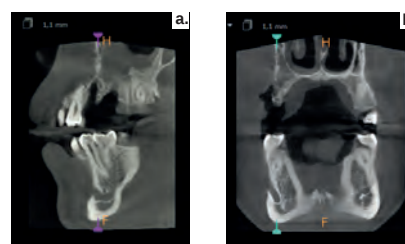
Tomografía. a. Vista lateral, b. vista posterior.
